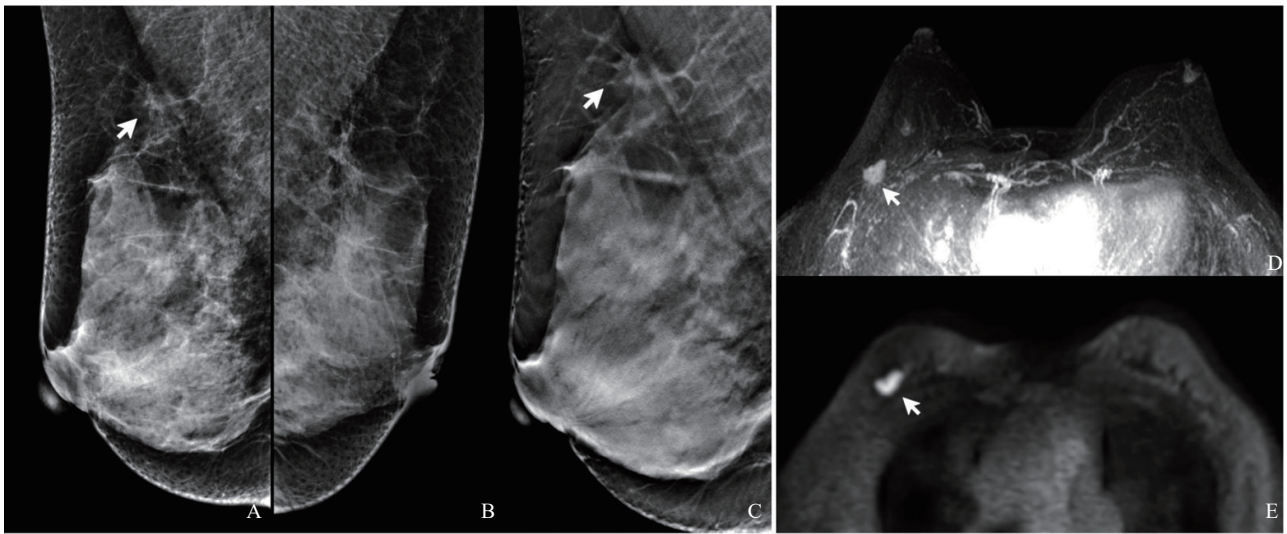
典型病例2(患者, 女性, 59岁, 右乳肿块)乳腺X线摄影及MRI图像
